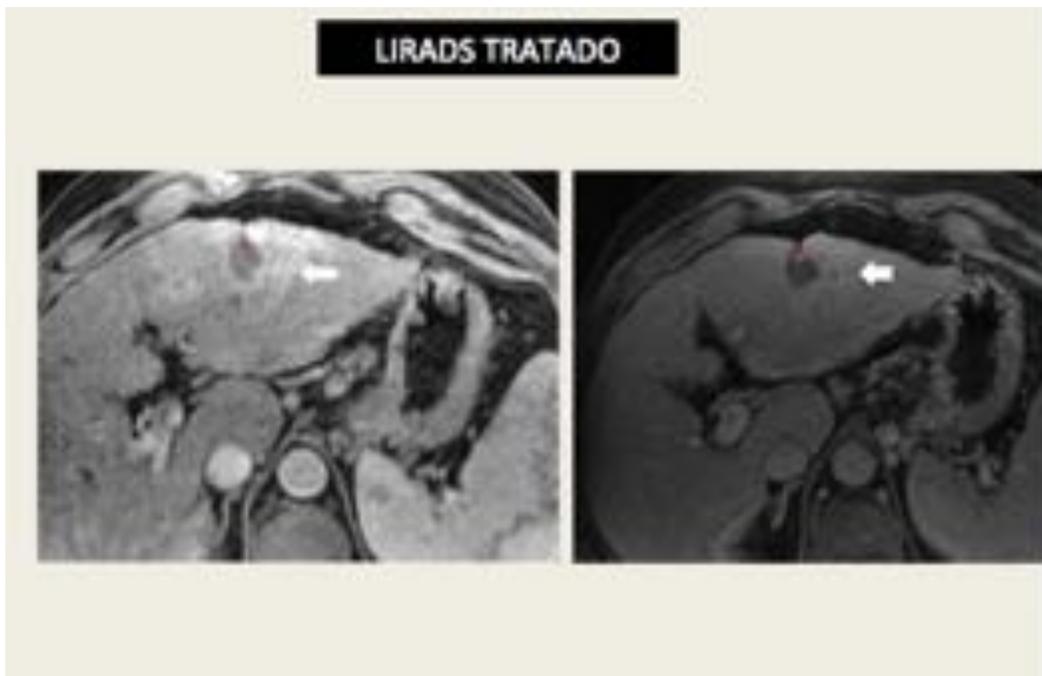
LI-RADS Tratado. RM en fase arterial (a) y portal (b) , con hepatocarcinoma tratado localmente. Se observa un área de necrosis postradiofrecuencia (asterisco)con una recidiva/ resto tumoral en su perifería (flecha). Esta lesión obliga realizar seguimiento estrecho o estudio histológico.
